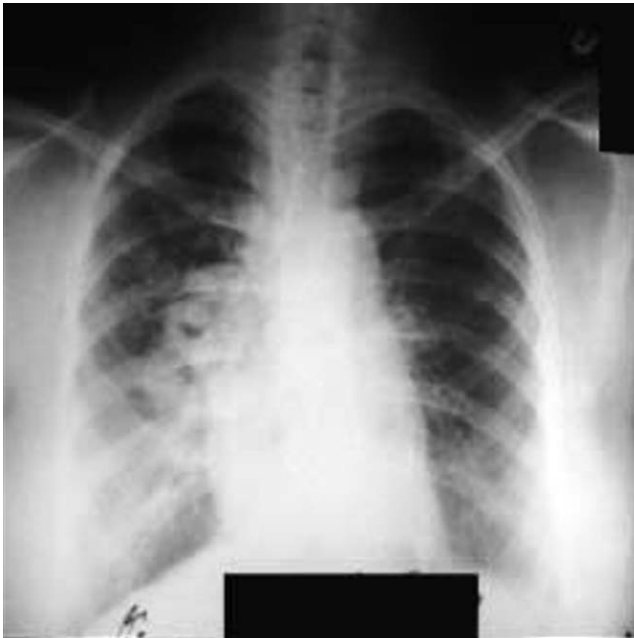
Radiographie thoracique de face. Opacités hilaires, de tonalité hydrique.
